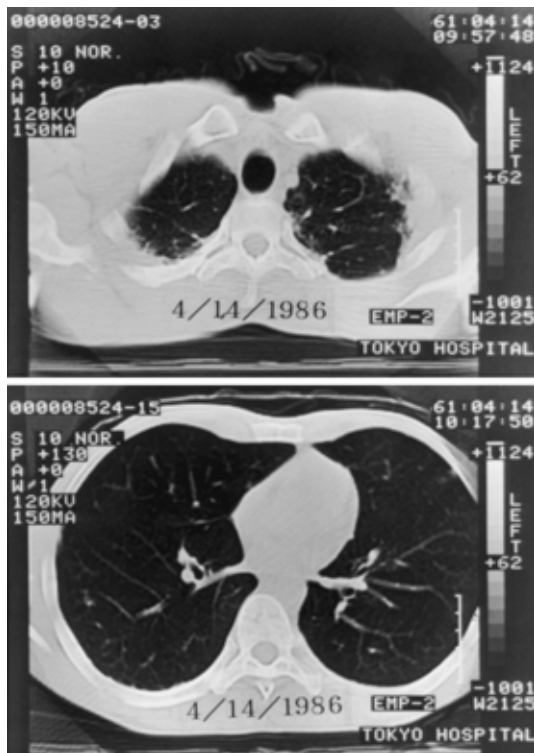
Chest computed tomographic scan obtained 6 months before presentation. Subpleural pulmonary opacities in the upper lobes were already visible.
